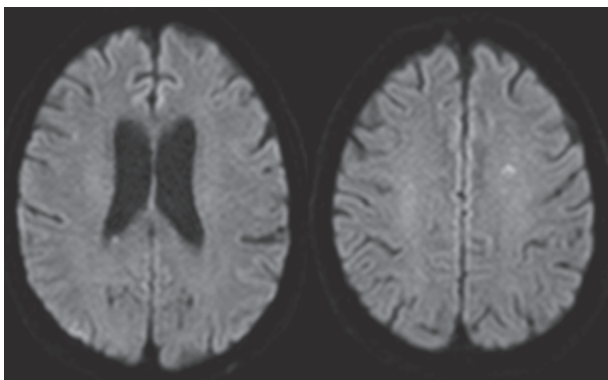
MRI (Diffusion-weighted imaging)
